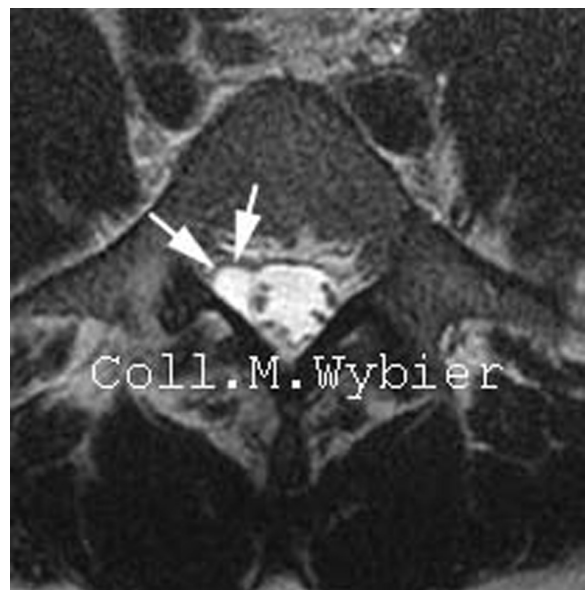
KAPL (flèches) en hypersignal T2 homogène en IRM. Noter qu'il n'y a pas ici d'arthrose postérieure évidente.
